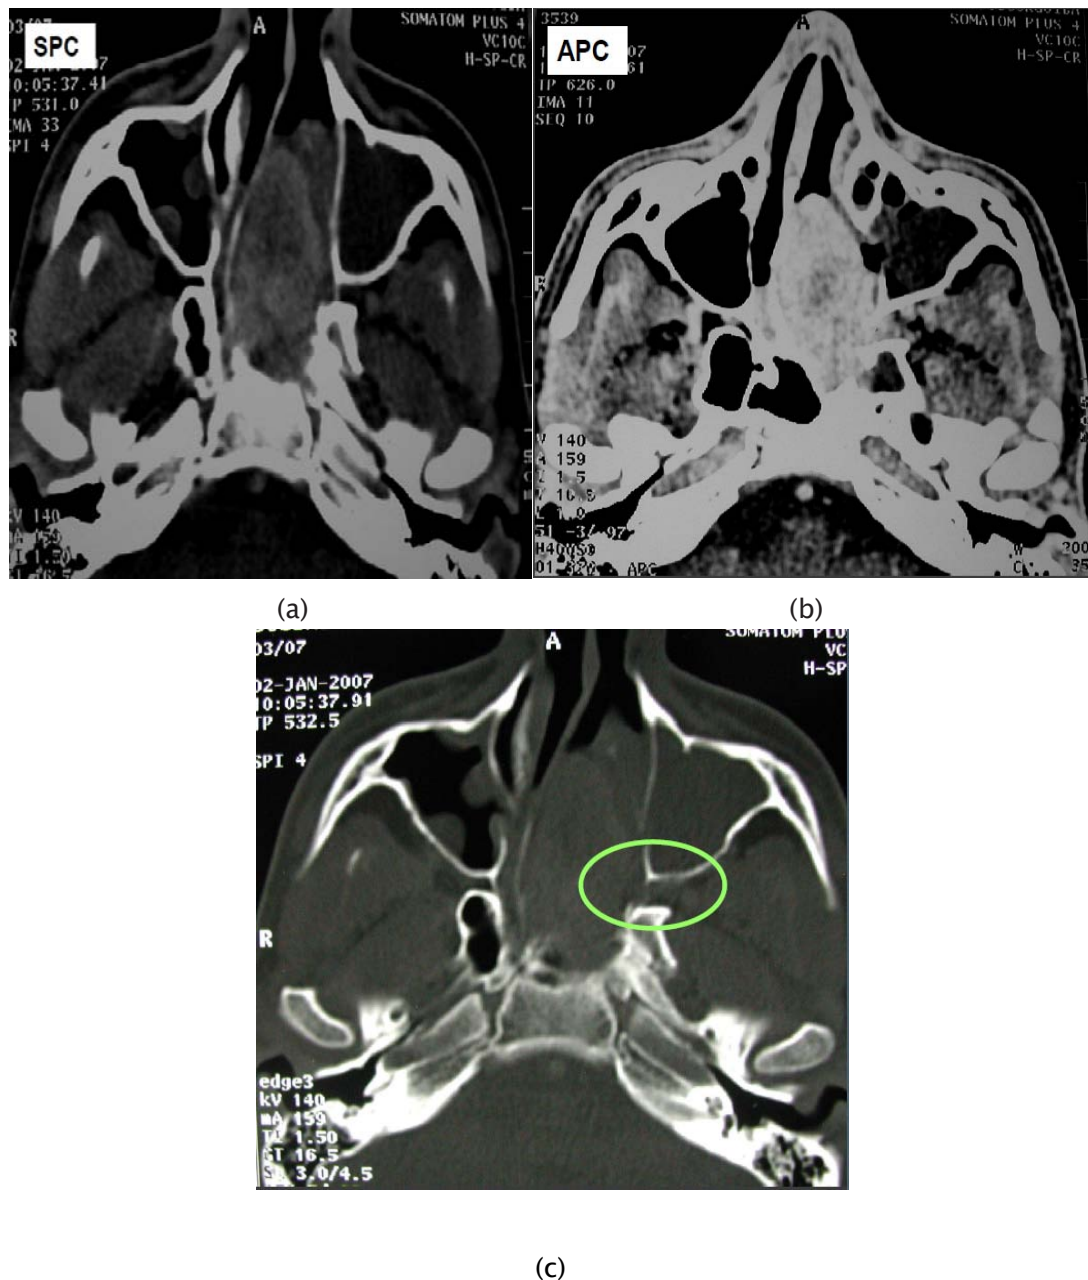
TDM en coupe axiale :
